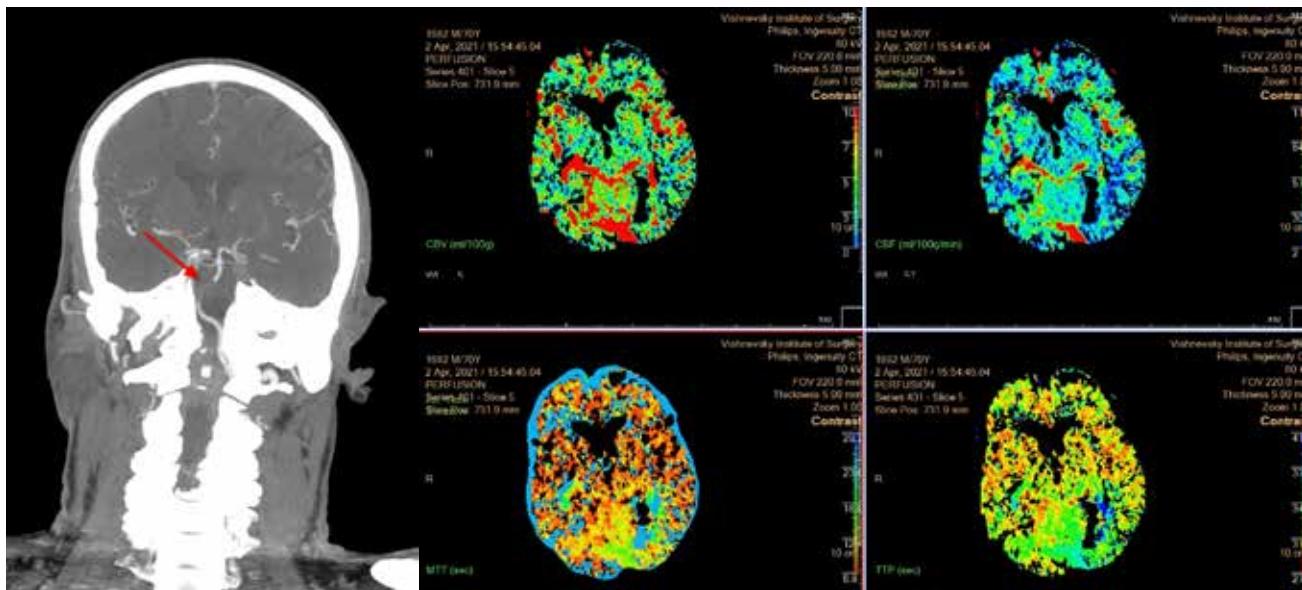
КТ-исследование у пациента спустя 1 час после выполнения стентирования правой ВСА. В течение 50 минут после установки стента у пациента развилась неврологическая симптоматика ОНМК, пациент экстренно доставлен из ОРИТ в кабинет компьютерной томографии. При КТ-ангиографии отмечается эмболия базилярной артерии. При КТ-перфузии головного мозга определяется зона удлинения МТТ, снижения СБФ с сохранением значений СВВ (зона обратимой ишемии) в вертебро-базилярном бассейне (на картах СБФ в левой гемисфере мозжечка). По данным КТ-перфузии, риск геморрагической трансформации очага крайне низок, отсутствуют участки необратимой ишемии. Пациенту выполнена тромбоэкстракция, после которой произошла полная регрессия неврологической симптоматики
